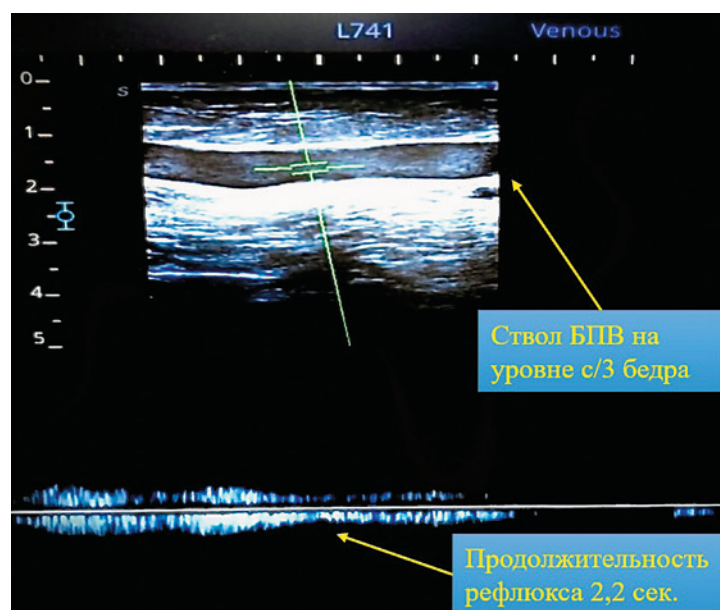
УЗИ перед хирургическим лечением с оценкой наличия рефлюкса по подкожным венам
